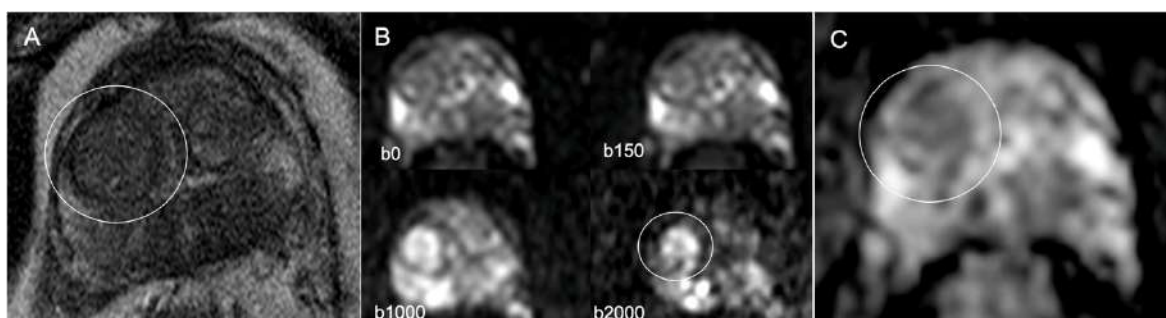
A) Nòdul estromal hipointens a seqüència ponderada en T2, localitzat a ZT dreta. B) A les imatges font de la RM Difusió amb factor b2000 es mostra hiperintens. C) Presenta moderada restricció de la difusió a mapa d'ADC.
